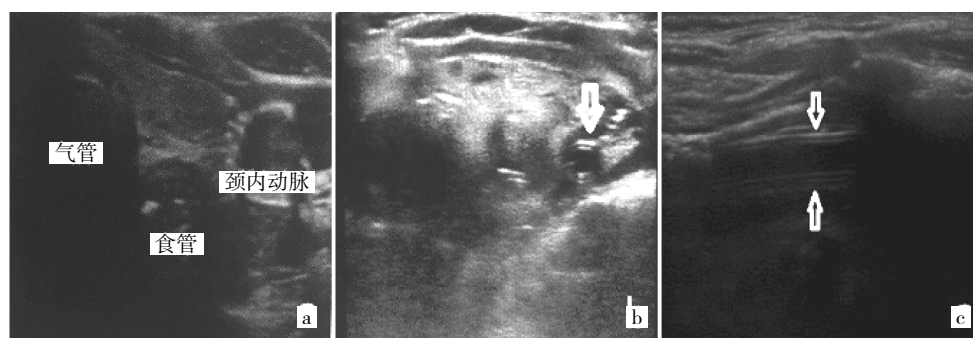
超声引导下颈部胃管声像图(a:气管环的左下角看到食管上端;b:横切面食管内可见环形胃管,箭头所示为胃管横切面;c:纵切面食管内可见平行走行的胃管,箭头所示为胃管纵切面)
